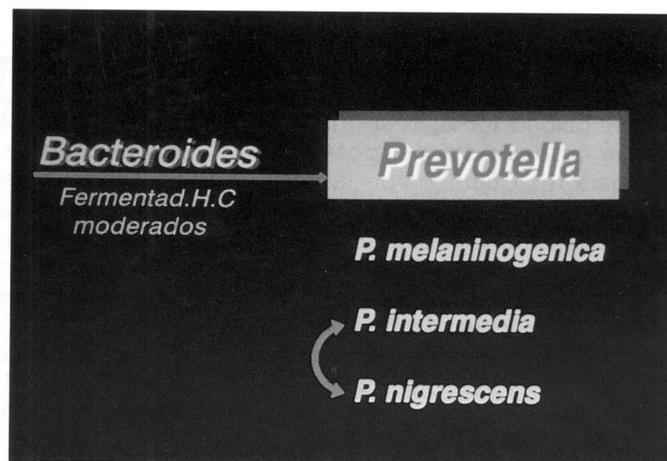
Clasificación taxonómica de los bacteroides pigmentados (actuales géneros *Porphyromona* y *Prevotella*) de mayor relevancia en la infección pulpo- periapical.
